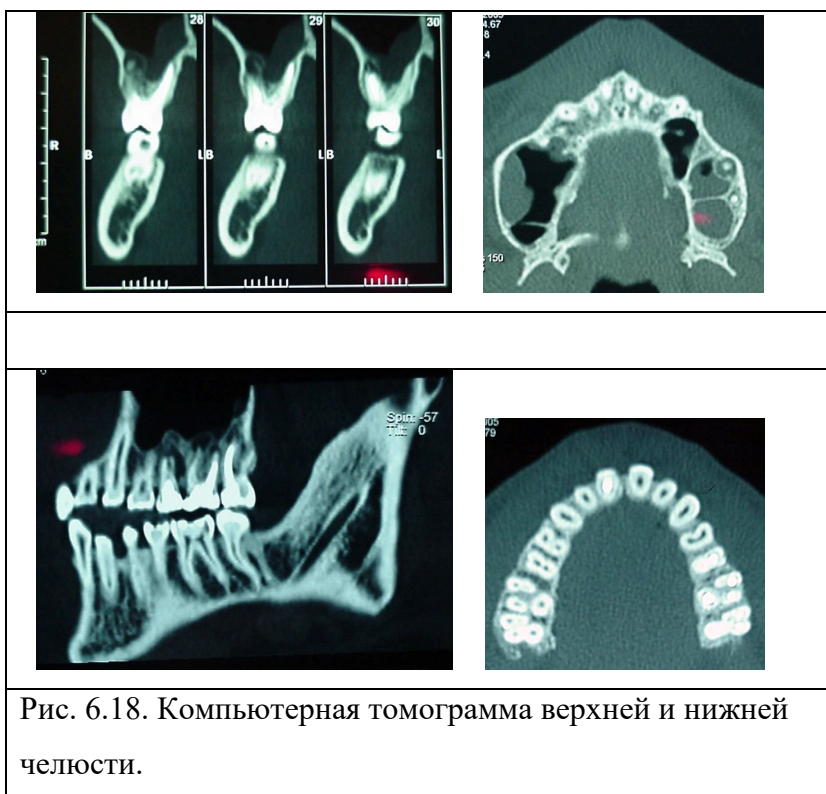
Компьютерная томограмма верхней и нижней челюсти.
